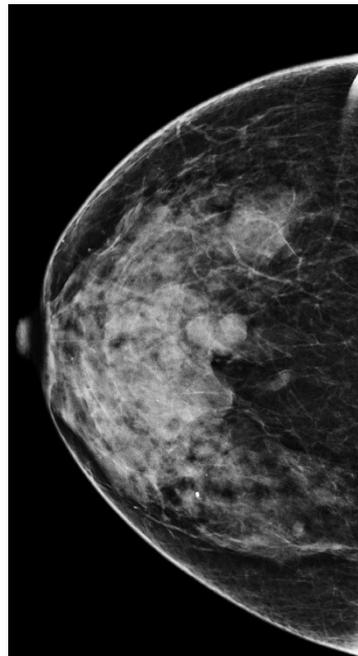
Cliché de mammographie de face du sein droit, Masse bilobé dense, homogène de contours nets noyés dans la glande par endroit. En échographie mammaire : adénofibromes contigus BIRADS3.
